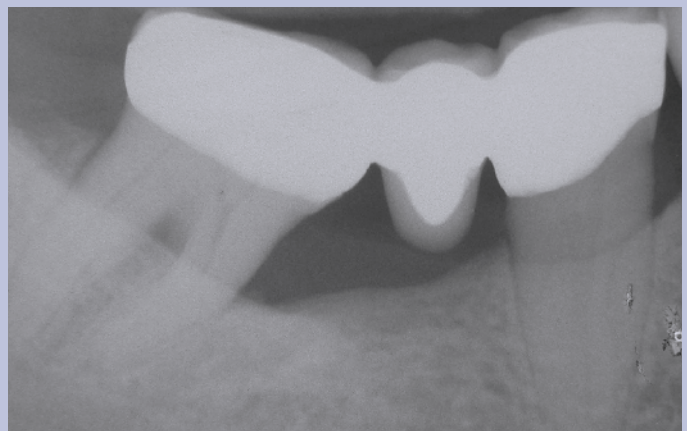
Fig 5b3. Radiografía periapical a los 2 años del procedimiento regenerativo mostrando la madurez del tejido regenerado con relleno total del defecto circunferencial y de la lesión de furcación.
